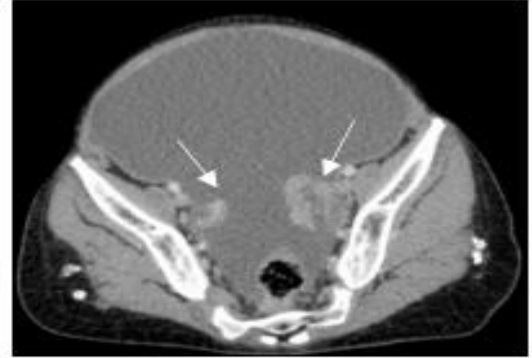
TDM avec injection de produit de contraste, coupe axiale abdominale. Masse tissulaire ovarienne bilatérales prédominant à gauche (flèche) avec ascite de grande abondance.
